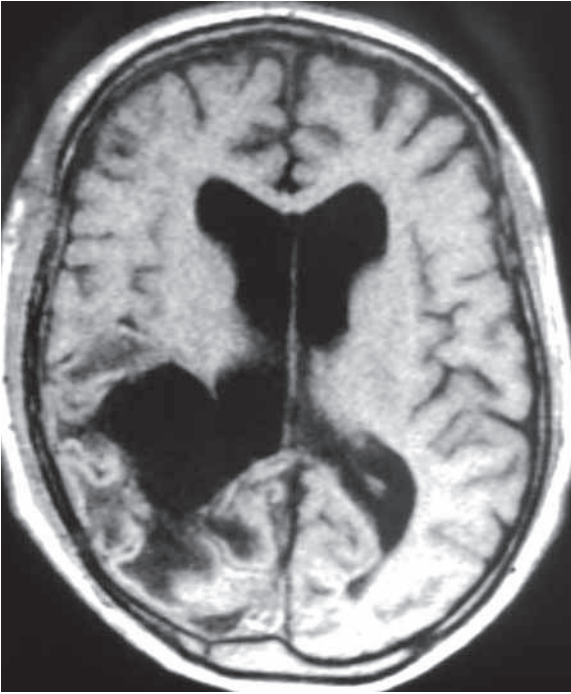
Ressonância nuclear magnética, corte axial, imagem ponderada em T1 com contraste, mostrando status pós-operatório, com ressecção completa da lesão.
